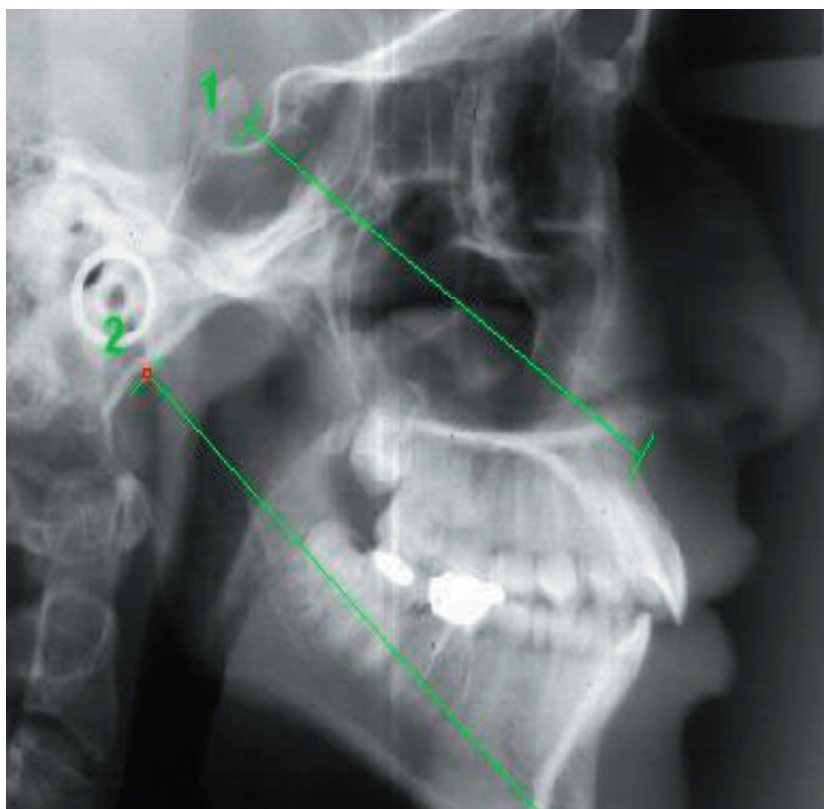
Avaliação da telerradiografia.
